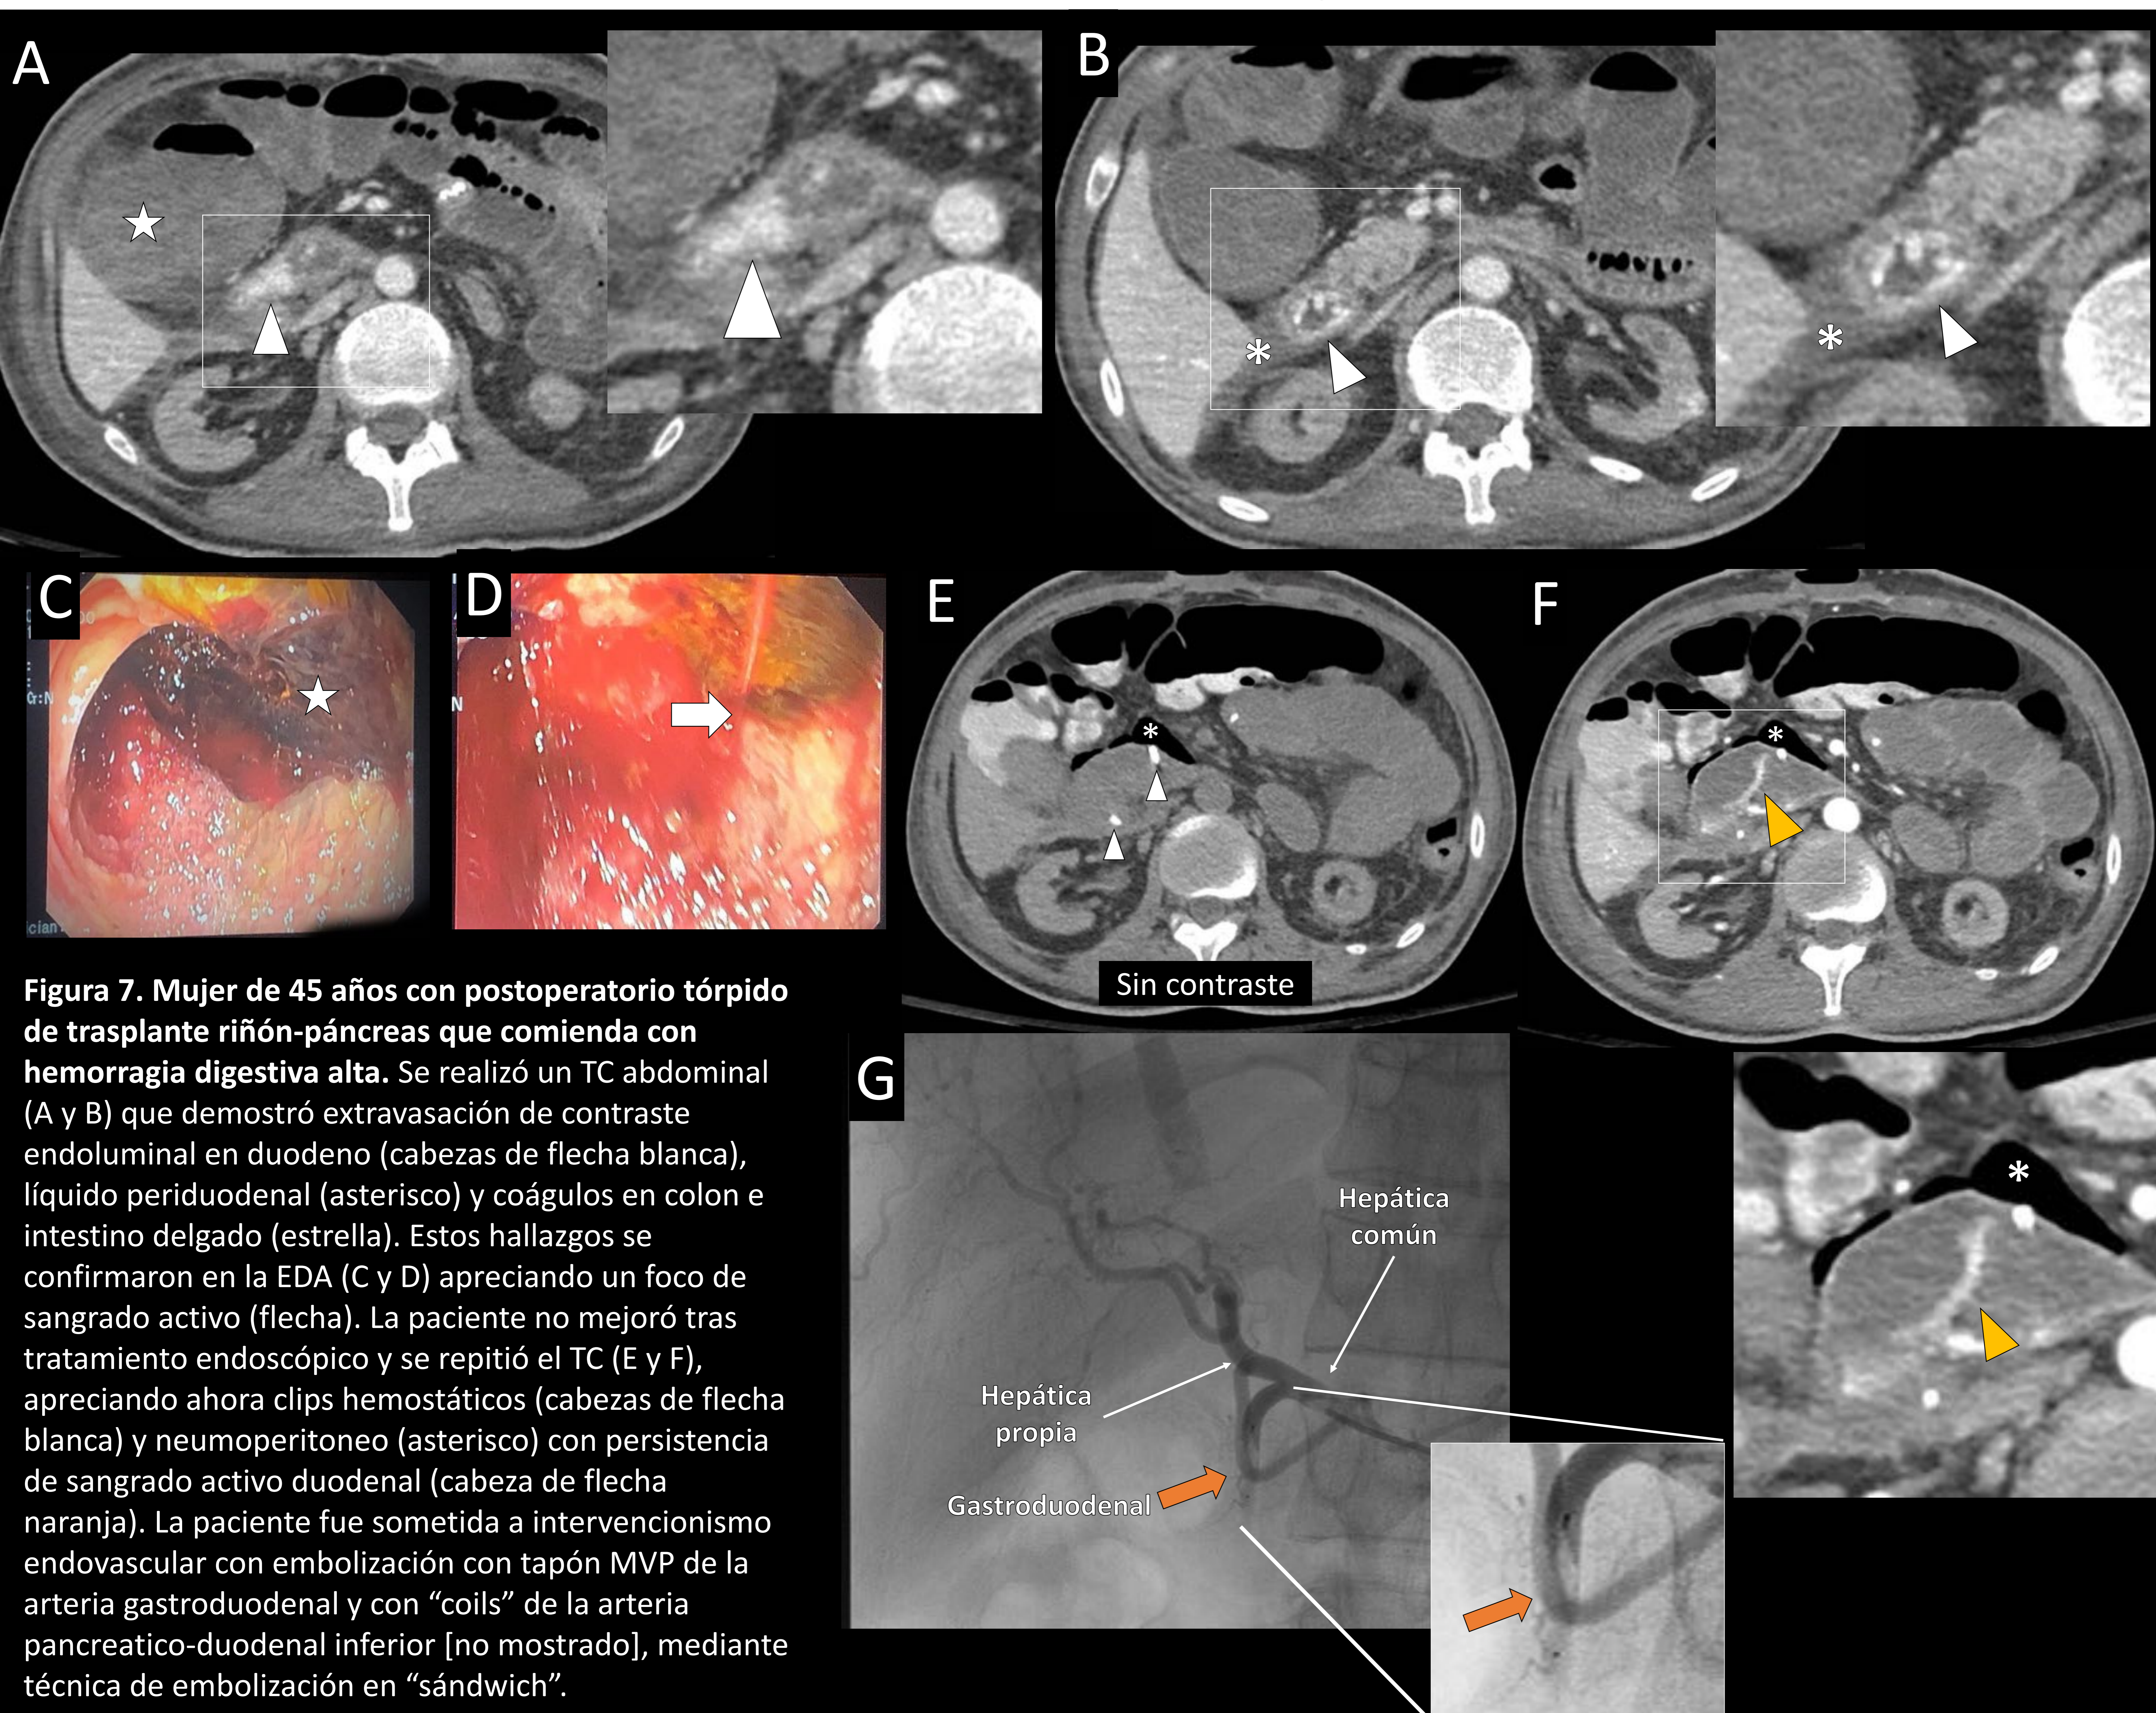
Mujer de 45 años con postoperatorio tórpido de trasplante riñón-páncreas que comienza con hemorragia digestiva alta. Se realizó un TC abdominal (A y B) que demostró extravasación de contraste endoluminal en duodeno (cabezas de flecha blanca), líquido periduodenal (asterisco) y coágulos en colon e intestino delgado (estrella). Estos hallazgos se confirmaron en la EDA (C y D) apreciando un foco de sangrado activo (flecha). La paciente no mejoró tras tratamiento endoscópico y se repitió el TC (E y F), apreciando ahora clips hemostáticos (cabezas de flecha blanca) y neumoperitoneo (asterisco) con persistencia de sangrado activo duodenal (cabeza de flecha naranja). La paciente fue sometida a intervención endovascular con embolización con tapón MVP de la arteria gastroduodenal y con "coils" de la arteria pancreatico-duodenal inferior [no mostrado], mediante técnica de embolización en "sándwich".
